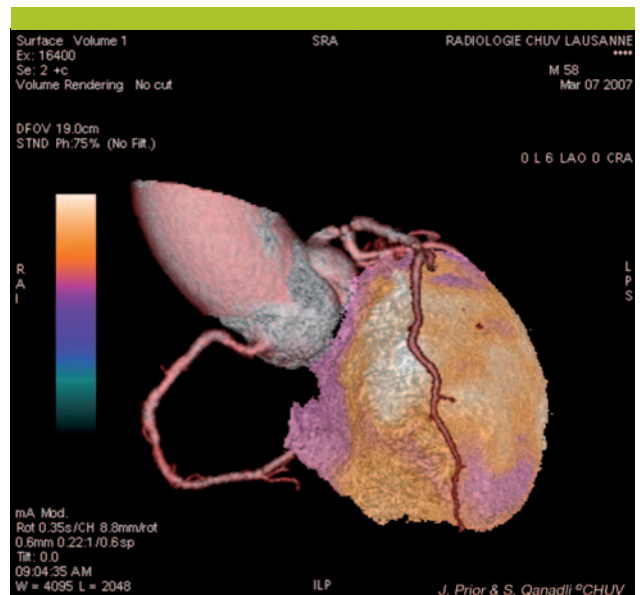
PET-CT coronaire normal
